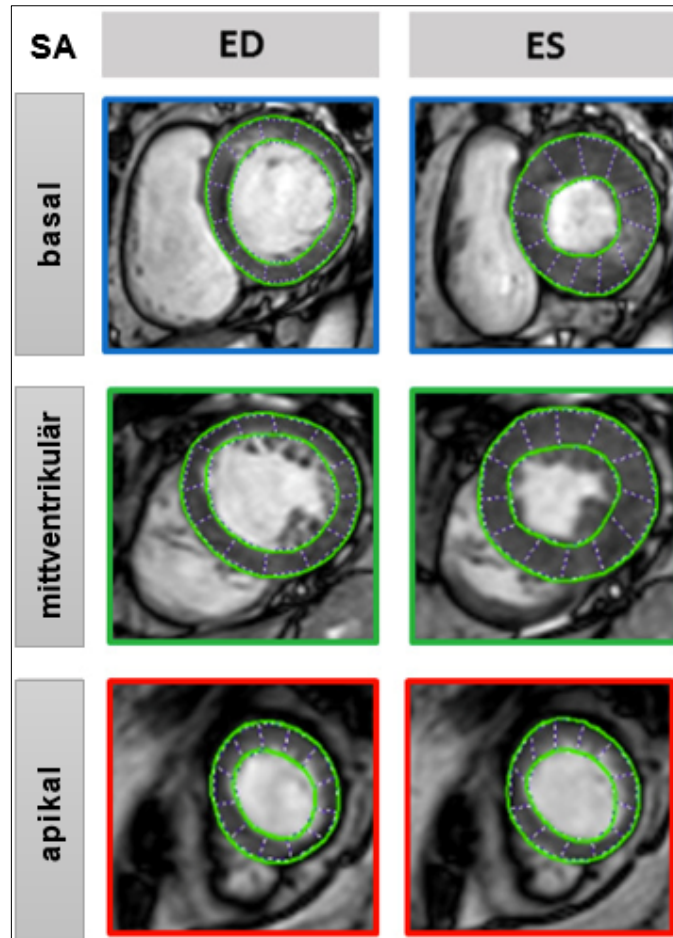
Analyse des zirkumferentiellen und radialen Strain bei einem Patienten mit typischer apikaler Ballonierung. Kurzachsenansicht der basalen, mittleren und apikalen Ebene endsystolisch und enddiastolisch im kardialen MRT mit markierter endokardialer und epikardialer Kontur (grün).
